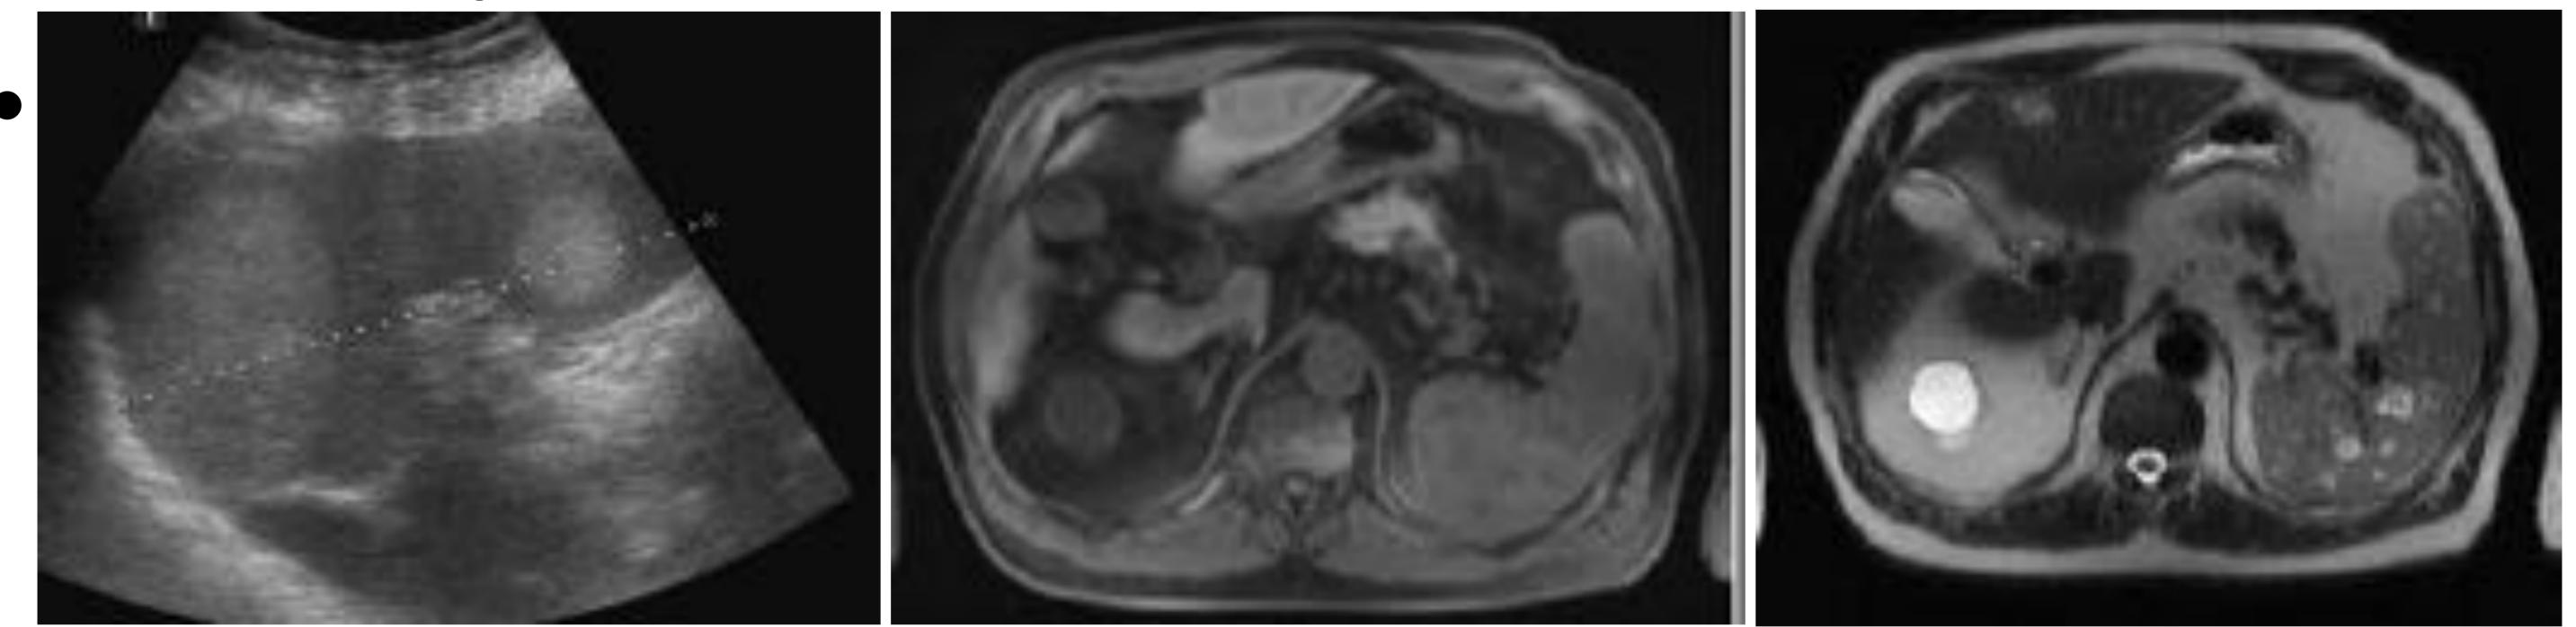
Hemangioma esplénico ECO y RM.
